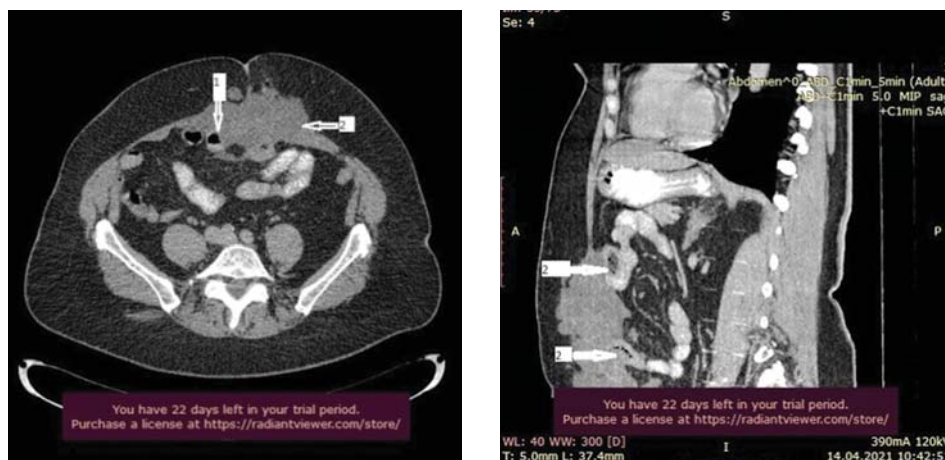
Компьютерные томограммы органов брюшной полости пациентки: стрелкой указаны кистозно-солидные опухолевые узлы, вовлекающие тонкую и толстую кишку (1) и переднюю брюшную стенку (2)
